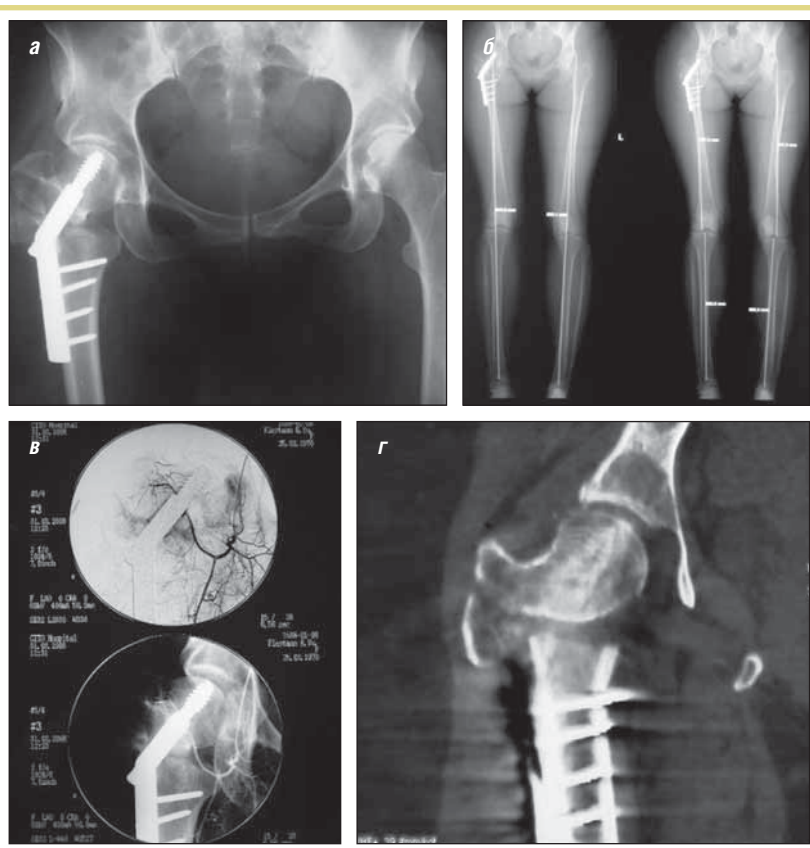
Пациентка Ф., 38 лет, до операции: а – рентгенограмма неправильно срастающегося чрезвертельного перелома проксимального отдела правой бедренной кости, состояние после остеосинтеза системой DHS, наблюдается миграция фиксатора; б – скиаграмма; в – компьютерная ангиография проксимального отдела правой бедренной кости; г – КТ правого тазобедренного сустава
